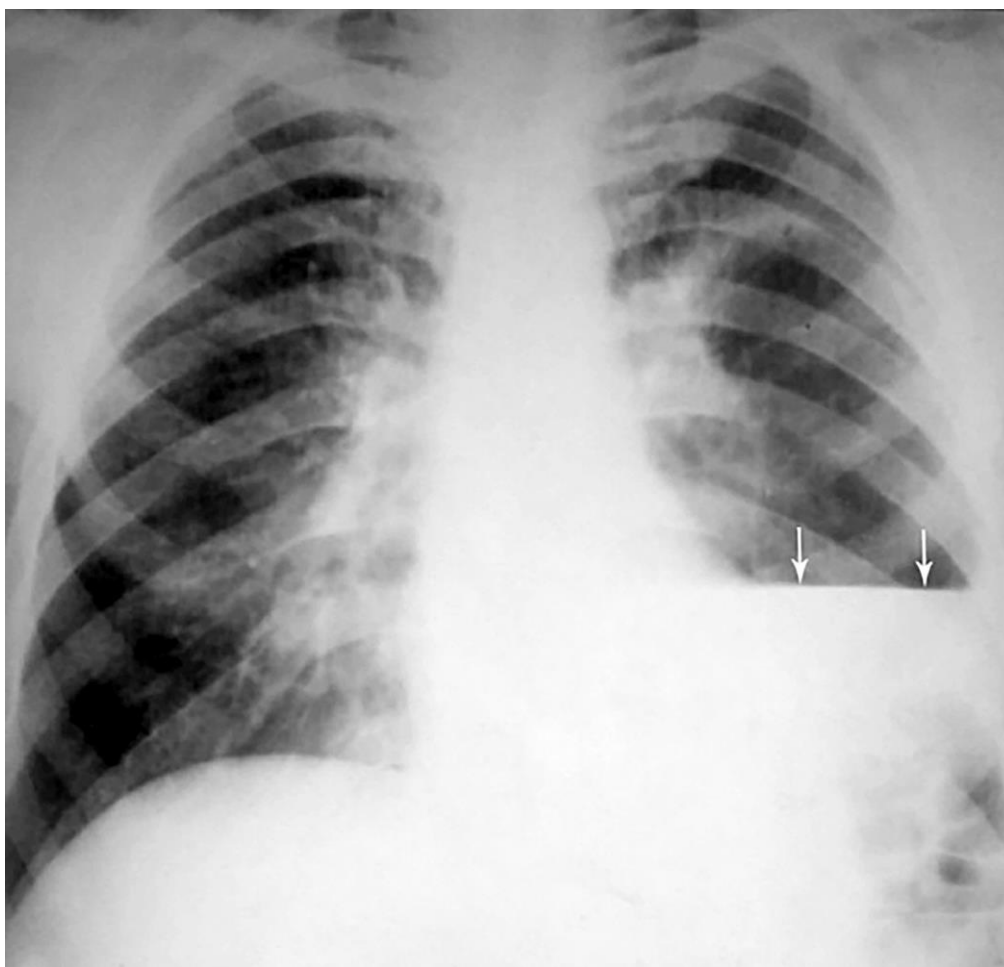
Обзорная рентгенограмма грудной клетки (прямая проекция). Острый абсцесс легкого. Эмпиема плевры слева. Определяется уровень жидкости в левой плевральной полости (→), над ним – газ, легочный рисунок отсутствует. Гидропневмоторакс. (Фото из архива кафедры)
